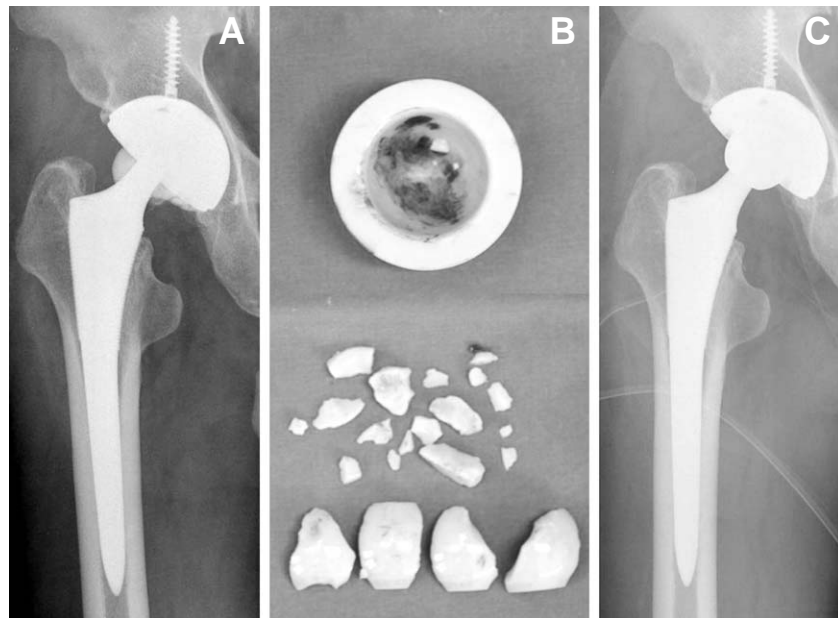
Sixty-five year old male was performed total hip arthroplasty (A) At 15 months, follow-up radiograph shows the fracture of the ceramic femoral head. (B) Photograph shows the broken ceramic femoral head and slightly damaged acetabular liner. (C) Revision total hip arthroplasty was performed.
